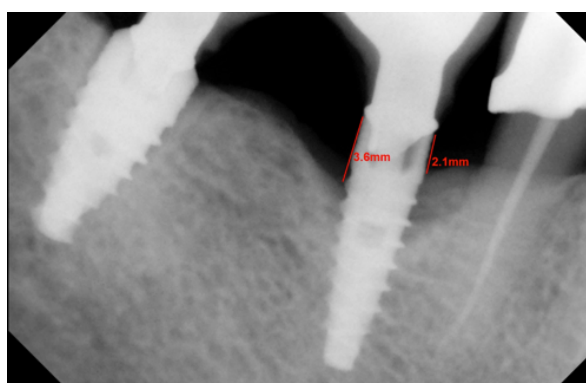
Determinarea resorbției osoase periimplantare cu ajutorul radiografiei de contact
